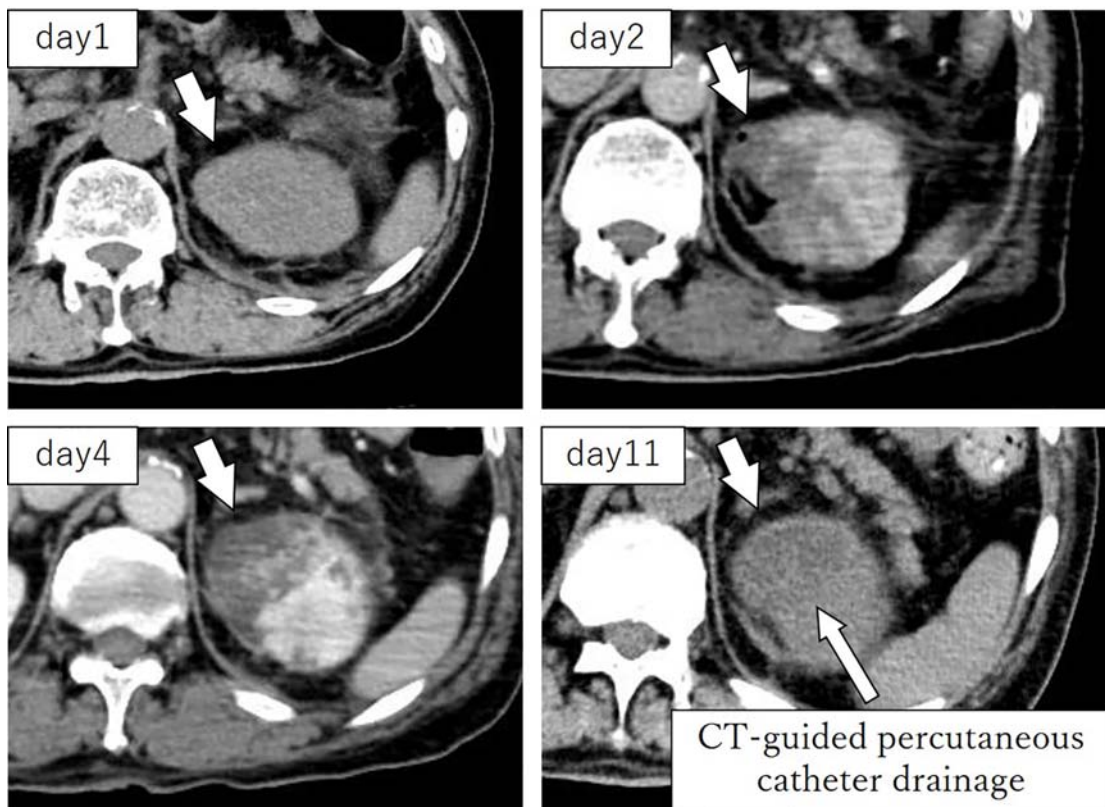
Appearance of emphysema in the left renal parenchyma confirmed by abdominal CT. Abdominal CT on day 1 and contrast-enhanced CT of abdomen on day 2. There was an appearance of emphysema on day 2, which was not seen on day 1, and an area of poor contrast with indistinct margins around it.
